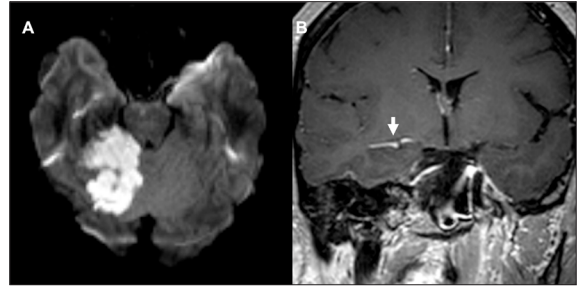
A: Axial diffusion-weighted magnetic resonance imaging (DWI) demonstrating right cerebellar hemisphere restricted diffusion consistent with acute cerebellar ischemia. B: Coronal oblique T1 weighted magnetic resonance vessel wall imaging (VWI) after gadolinium administration showed a long SCA hyperintense filling compatible with arterial dissection and intramural thrombus (white arrow).
